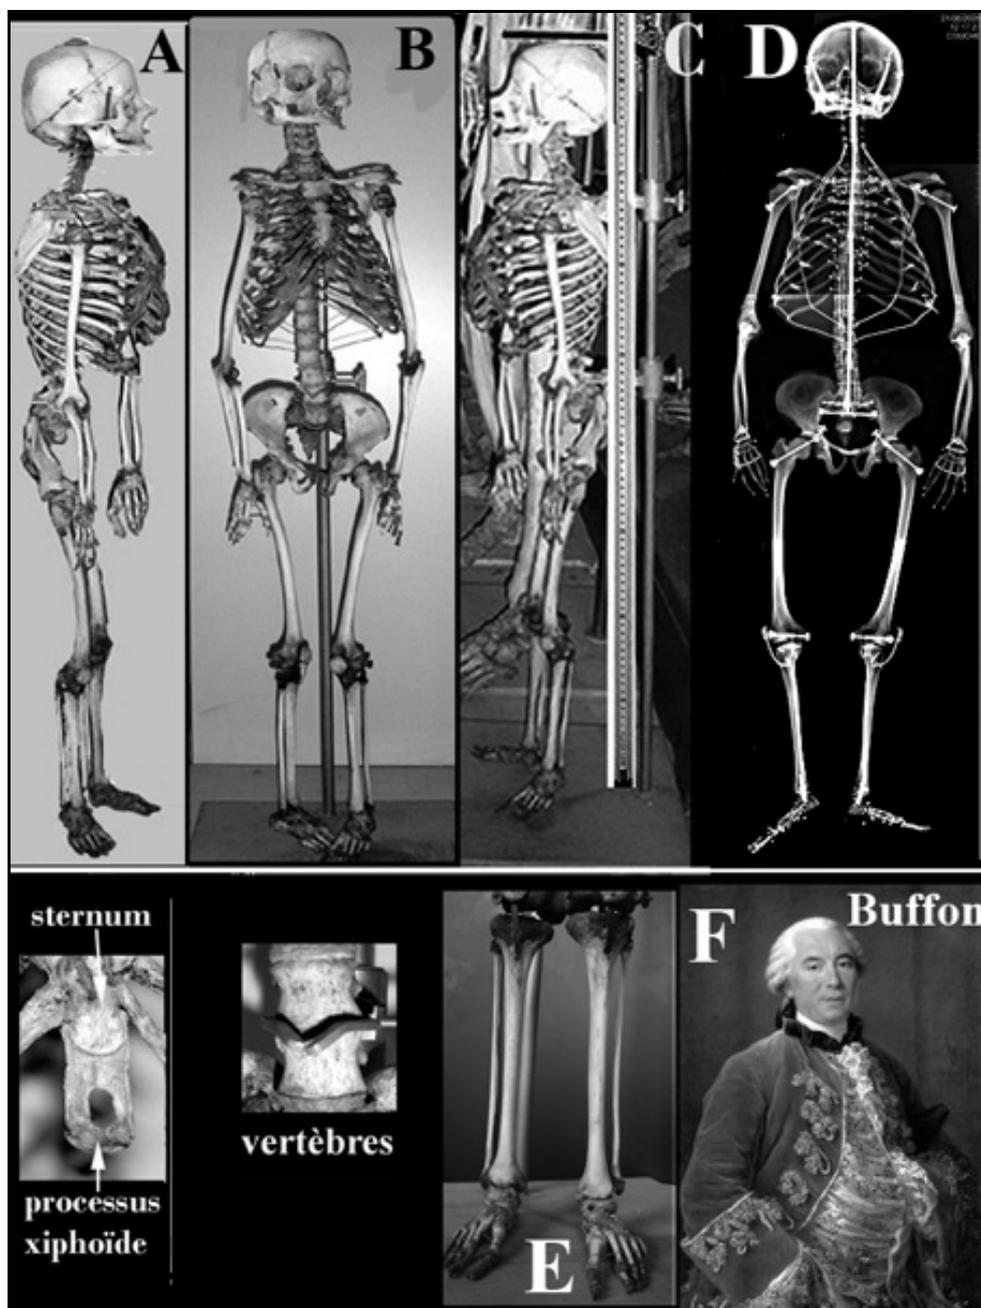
A. Squelette de Bébé, profil droit. B. squelette de- face C profil gauche et mesure. D. Radiographie du squelette (cliché CIMI), E rectitude des tibias © Clichés J. Granat. F. Georges-Louis Leclerc, comte de Buffon. Autorisation du Musée Buffon de Montbard.
